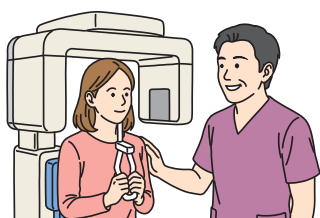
欠損部位をX線やCTなどで検査し、歯肉の状態も確認する。IOSで印象採得を行い、シミュレーションソフトでインプラントの直径・長さ・術式を決定し、患者へ治療計画と費用を説明する。
